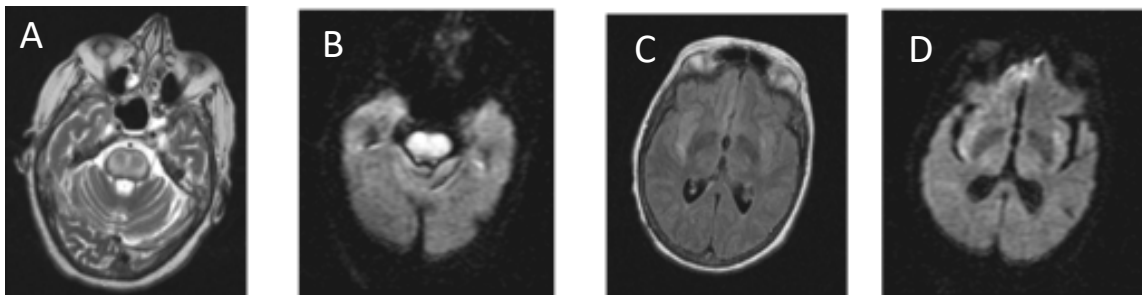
Mielinosis osmótica. Paciente que ingresó por un cuadro de alteración del estado de conciencia e hiponatremia. Tras la corrección de la hiponatremia la paciente presentó tetraparesia. En la RM realizada al ingreso se observó una alteración de señal en la protuberancia en T2 (B) y DWI (B) y en ambas ínsulas (C, D). En la protuberancia podía observarse el signo del tridente (A).
